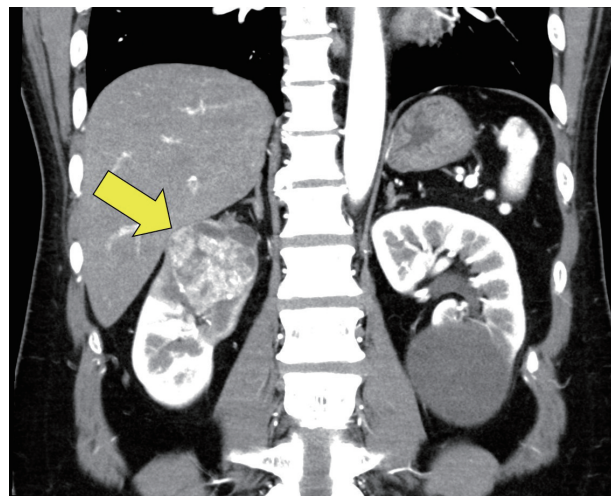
Contrast-enhanced computed tomography shows a 5-cm right renal mass (arrow) which was heterogeneously hypervascular in the arterial phase.
